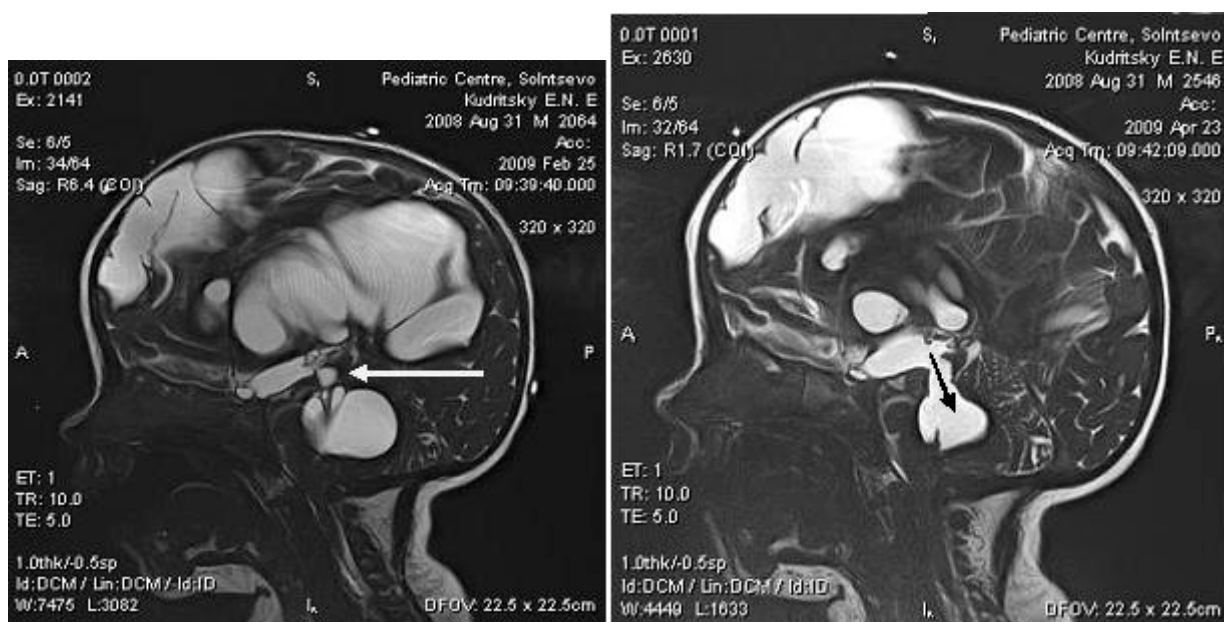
Сочетание пластики водопровода с разделением спаек в полости IV желудочка. МРТ мозга: А - состояние перед операцией, множественные спайки водопровода мозга и IV желудочка (стрелка); Б – МРТ мозга, состояние после восстановления проходимости водопровода мозга (стрелка), сократился объем IV желудочка.
